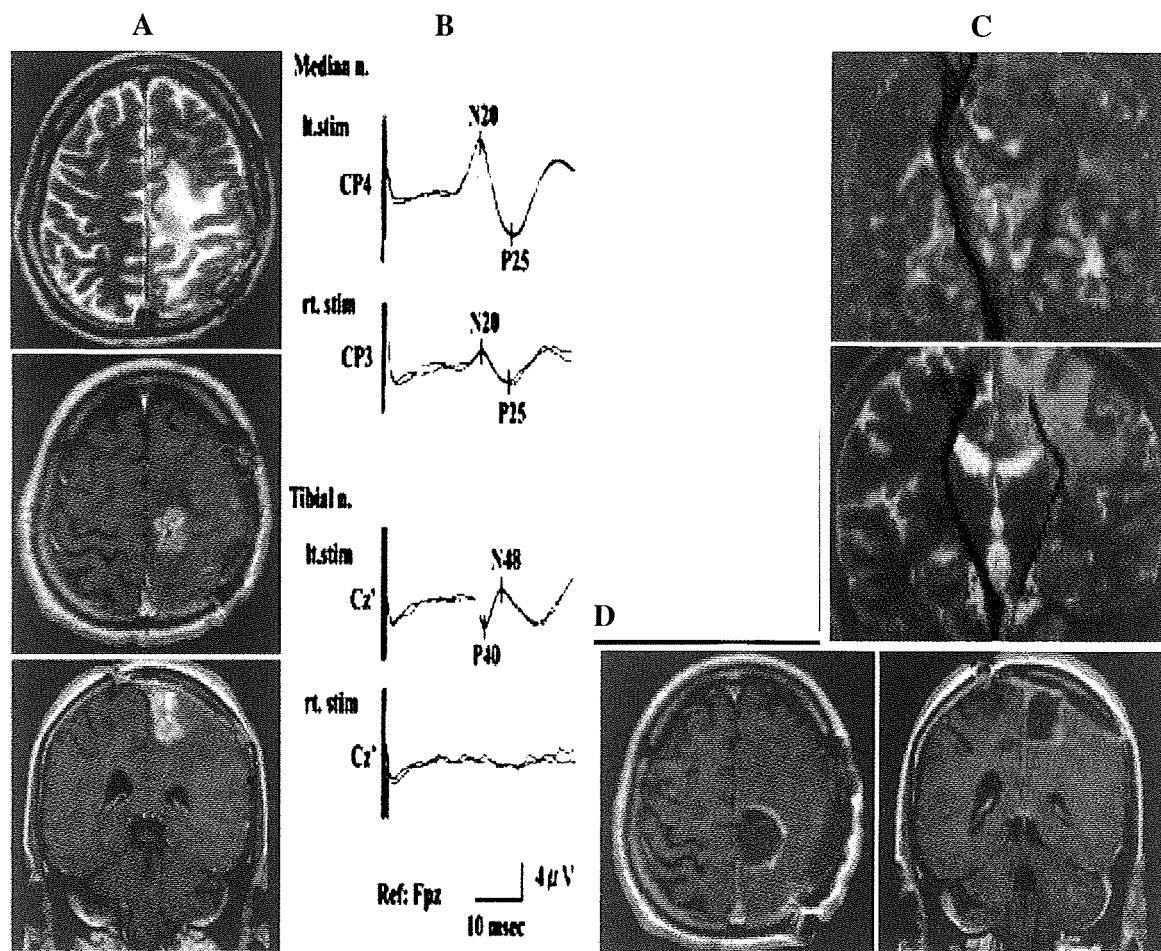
Fibers of the pyramidal tracts were disrupted in a 67-year-old man with preoperative right hemiparesis (3/5 on the brachium, 4/5 on the hand, and 2/5 on the leg) due to a left fronto-parietal glioblastoma multiforme. (A) Preoperative T2-weighted MRIs identified a focus of hyperintensity in the left perirolandic region with gadolinium enhancement of the rostral precentral cortex. (B) Cortical SEPs exhibited weak responses upon stimulation of the right median nerve; no response could be observed after stimulation of the right tibial and sural nerves. Stimulation of the left cortex rarely elicited weak MEP responses in the right abductor pollicis brevis muscle. Subcortical stimuli, even on the approximated posterior bank of the precentral gyrus on neuronavigation did not elicit MEPs. (C) A relative anisotropy map indicated the principal eigenvector (green, anterior-posterior; red, right-left; and blue, inferior-superior). Fibers of the left pyramidal tract (red lines) near the tumor were disrupted during its course to the cortex. (D) Postoperative MRIs with gadolinium enhancement.
